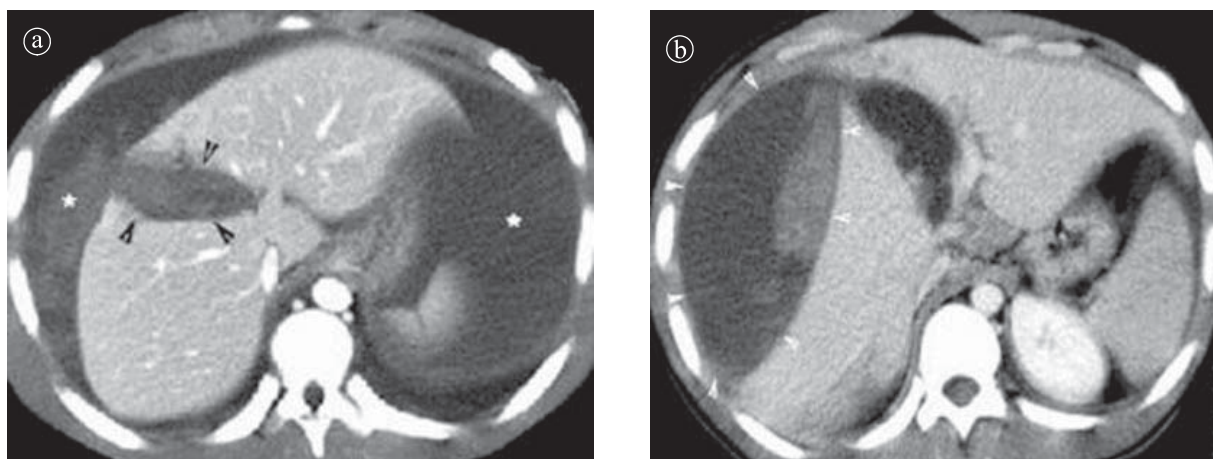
Traumatism hepatic. Secțiuni axiale CT. a) fractură hepatică. b) Hematom subcapsular
